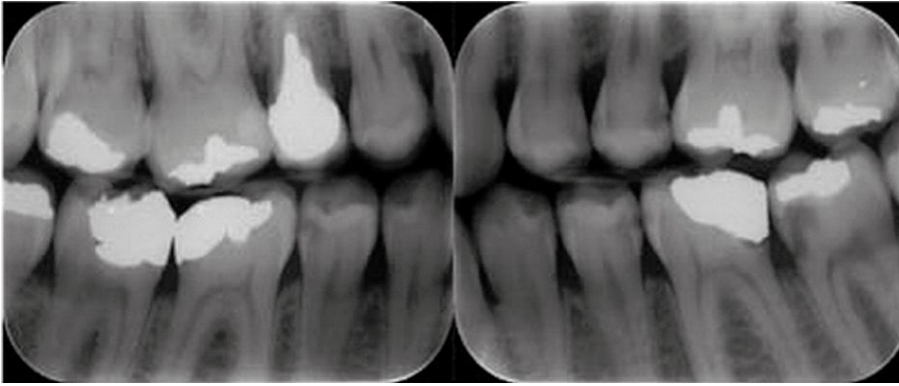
Radiografías interproximales o de aleta de mordida derecha e izquierda.
